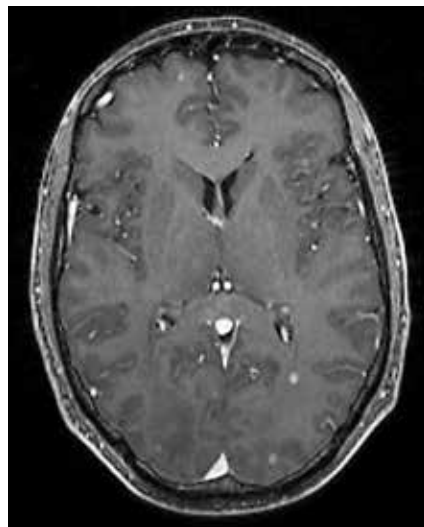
МРТ головного мозга от марта 2019 г.: множественные метастазы в головном мозге (количество более 30, максимальным размером до 0,9 см)
